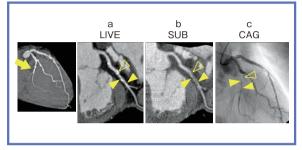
症例2:60歳代, 男性, CAG との相関が得られた例 a: CPR像, b: サブトラクション画像 (W.I.P.), c: CAG画像 (Yoshioka, K., Tanaka, R.: Subtraction Coronary CT Angiography for the Evaluation of Severely Calcified Lesions Using a 320-Detector Row Scanner. Curr. Cardiovasc. Imaging Rep., 4・6,437~446,2011.より許可を得て引用転載)
